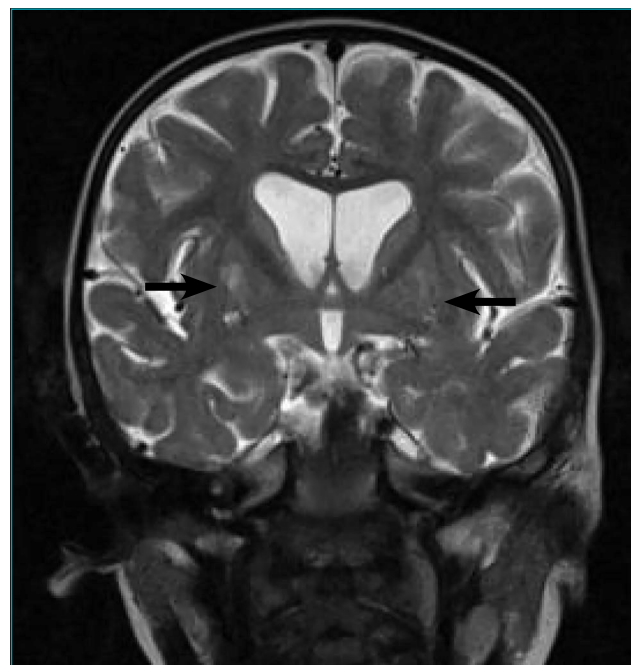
Corte coronal da ressonância magnética cranioencefálica (ponderação T2) da paciente com síndrome de Leigh e mutação 8993T>G. As setas mostram o hipersinal lenticular bilateral.
